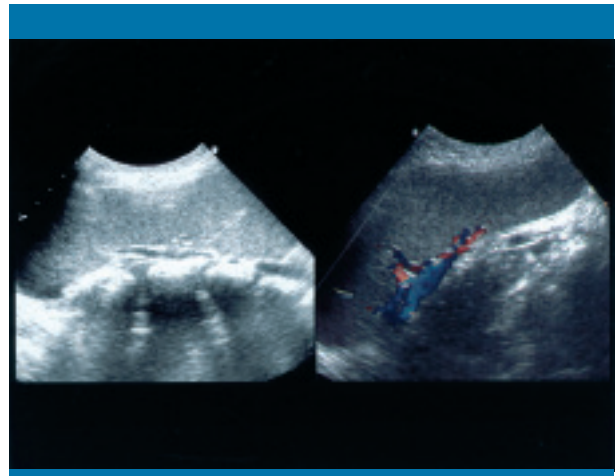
Ecografía del flanco izquierdo, corte longitudinal. Esplenomegalia de 15 cm de localización inferomedial, con parénquima homogéneo, normal y pedículo largo (Doppler color)
